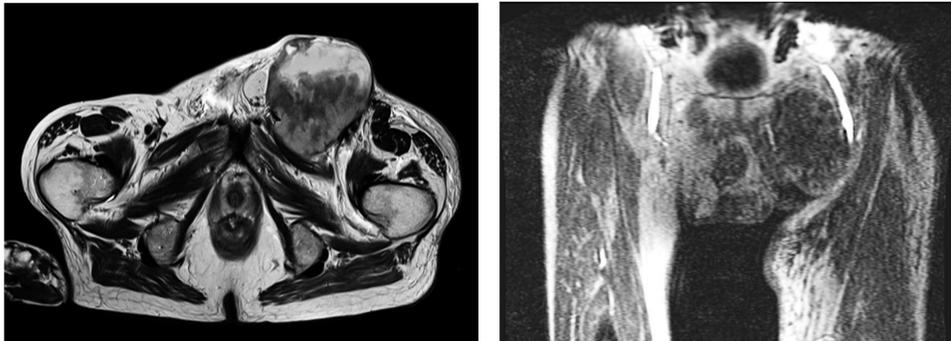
präoperatives MRT
